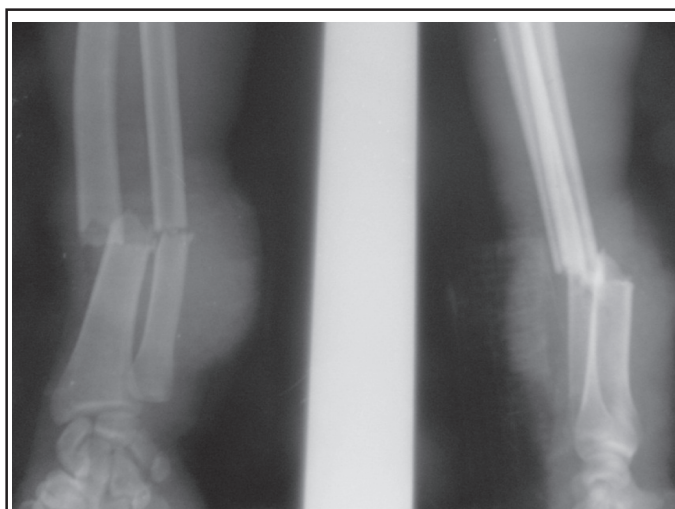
Radiographie de la moitié distale de l'avant-bras et du poignet du patient de la figure 1, visualisant une fracture complète avec déplacement du radius et de l'ulna.
